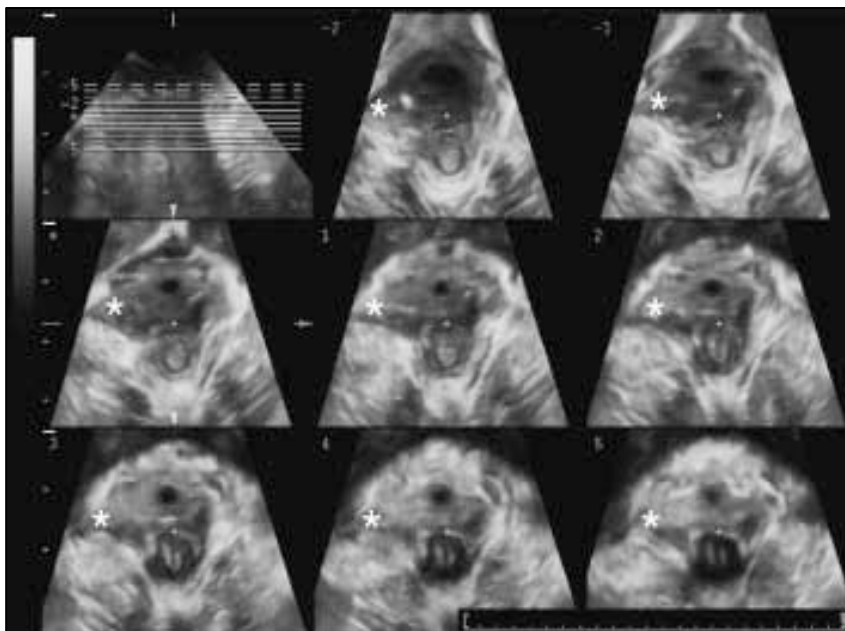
RMN del músculo pubovisceral tres meses después de un parto vaginal espontáneo. Ilustra la extensión de la lesión por avulsión del lado derecho (indicado por *). Tomado de: Dietz HP, Gillespie AV, Phadke P. Avulsion of the pubovisceral muscle associated with large vaginal tear after normal vaginal delivery at term. Aust N Z J Obstet Gynaecol 2007; 47: 341-344.
